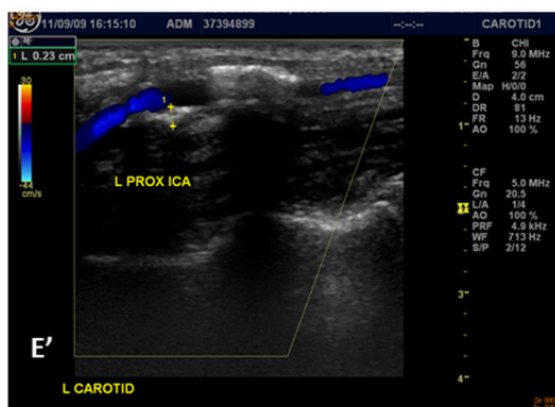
圖 A'~H'：左側頸動脈超音波發現: A'：左側 CCA 非常厚、均質又相對低密度回聲影像的斑塊 (紅色箭頭與黃色三角形) B'. Color Doppler B mode: 十分狹窄的管徑及典型的彩色馬賽克亂流; C' and D': Doppler flow velocity: 狹窄處血流速增加 (195/56 cm/sec) 而 D'在遠端有亂流(turbulent flow)產生
